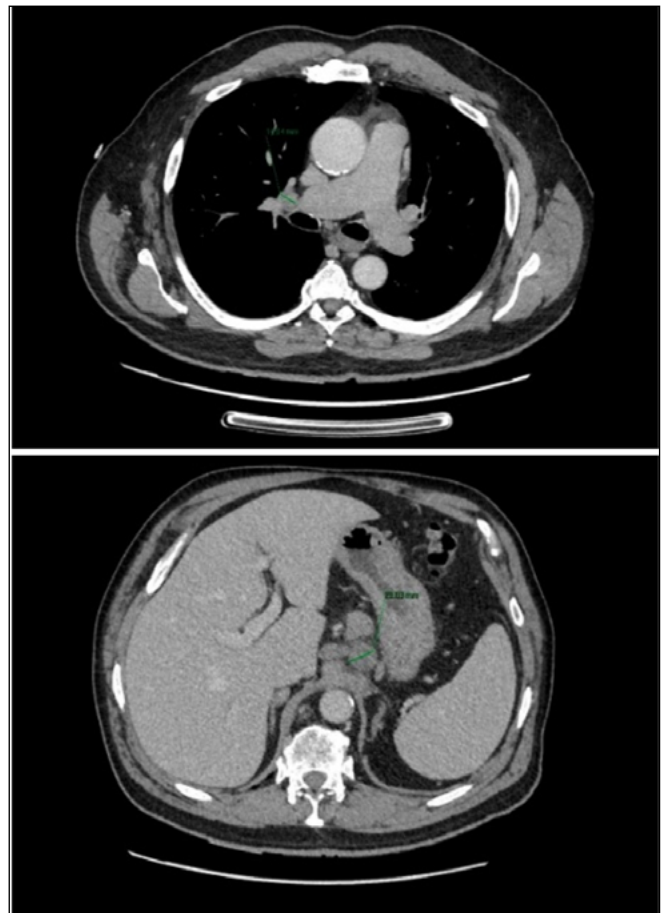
Body TAC donde se señalan algunas de las adenopatías encontradas.
